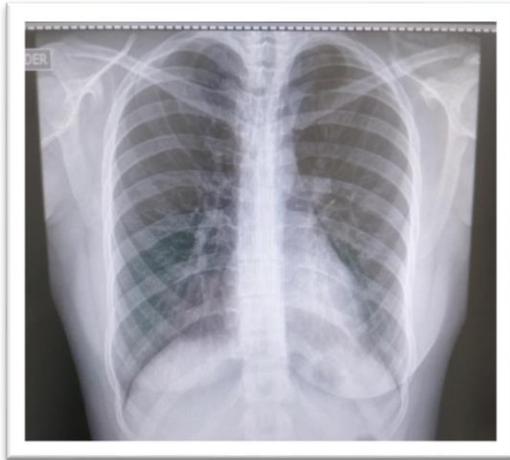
Radiografía de tórax. (2020). Autoría propia
